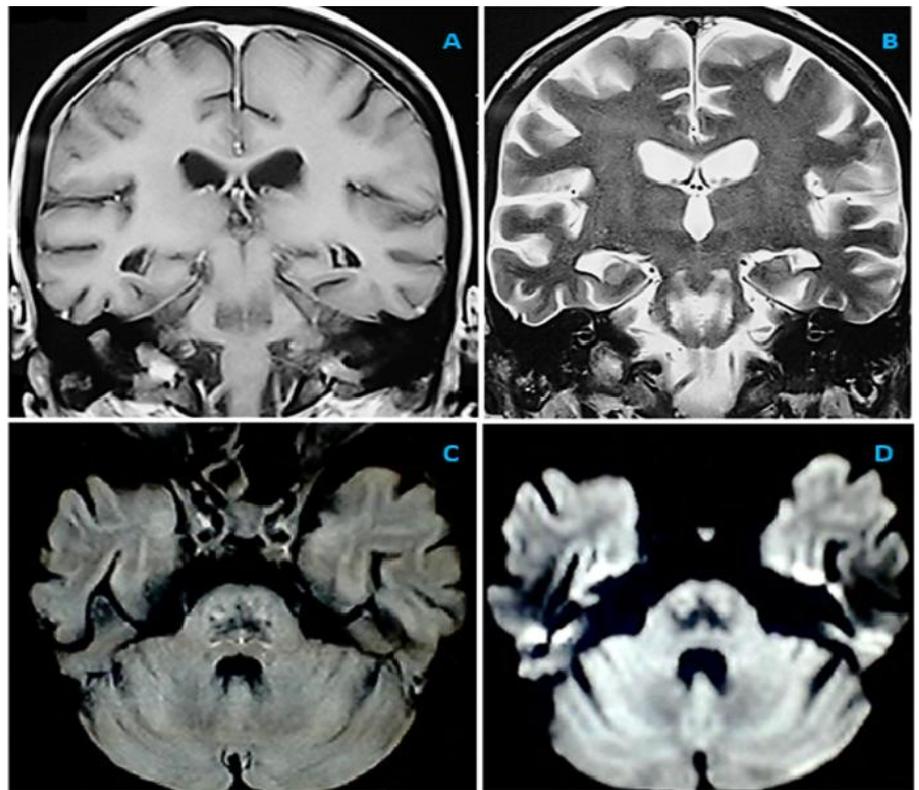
Resonancia magnética Nuclear (RMN): A, Corte coronal-T1 con gadolinio: Se aprecia región hipointensa no captante en la protuberancia. B, Corte coronal-T2: Se aprecia incremento de la señal en región concéntrica de la protuberancia anular. C, Corte axial-FLAIR: Se aprecia incremento de la señal en el tegmento pontino central (forma de alas de murciélago), respetando la región periférica y sin dar efecto de masa. D, Corte axial-Difusión: Se observa región hipointensa (forma de W) en el centro de la protuberancia. Las demás estructuras encefálicas no fueron comprometidas.
